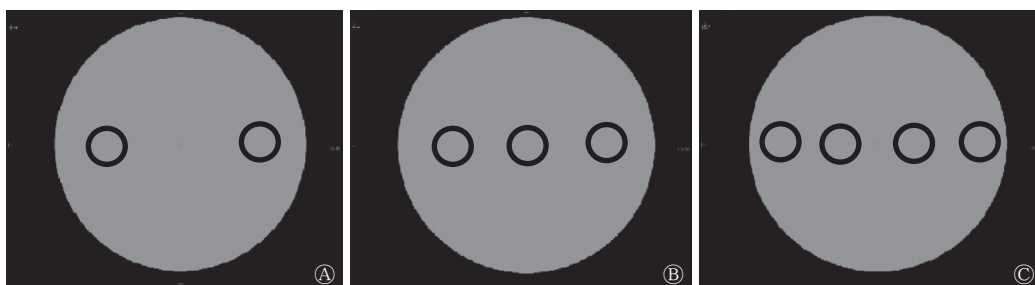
用于 1 野多弧容积旋转调强治疗计划设计的 Delta4 模体的标准 CT 图 A、B、C 分别为勾画了 2、3、4 个孤立靶区的模体, 黑色圆圈代表需要照射的靶区。CT 为计算机体层摄影术
